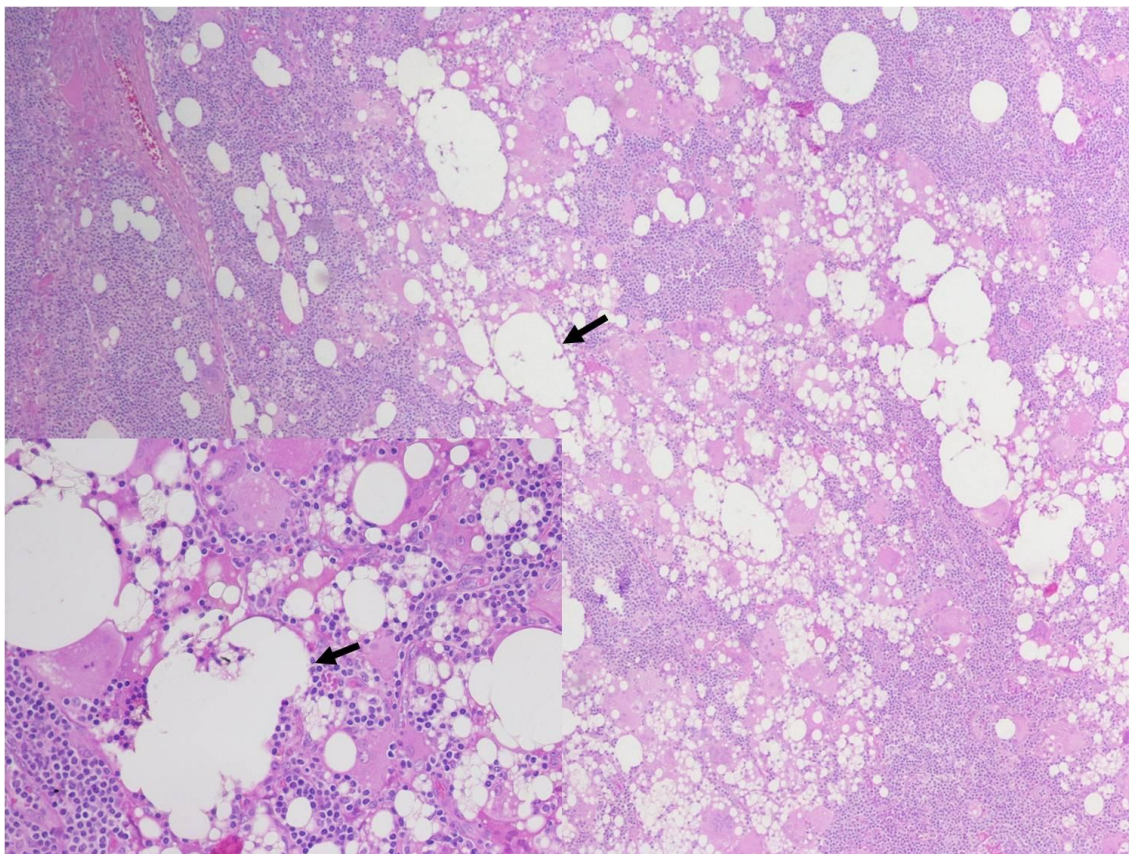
Reacción de cuerpo extraño frente a silicona. Mujer de 37 años sometida a implante de prótesis mamarias trece años antes que consulta por la aparición de una tumoración axilar izquierda en los últimos tres meses, de unos 2 cm de diámetro y levemente dolorosa. Tras la realización previa de una PAAF con datos sugestivos de linfadenitis reactiva se realiza biopsia escisional que muestra un patrón reactivo constituido por histiocitos, algunos multinucleados, que rodean a un material extraño que muestra rasgos compatibles con silicona (flechas). A la vista de ello se realiza posteriormente una resonancia magnética de la mama que confirma la existencia de signos de rotura intra y extracapsular de la prótesis mamaria izquierda.
